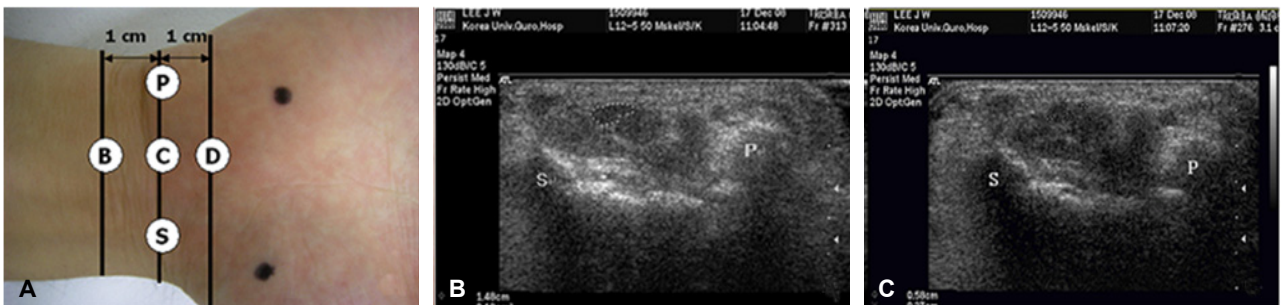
Ultrasonographic transverse scan at different three level. (A) level C: The cross sectional area and flattening ratio at the distal wrist crease, level B: 1 cm proximal to the level C, level D: 1cm distal to the level C. (B) Cross sectional area of median nerve (outlined) at distal wrist crease level; the cross sectional area 0.12 cm². (C) Flattening ratio: the ratio of the nerve's major to minor axis at three levels (2.15=0.58 cm/0.27 cm) P: pisiform, S: scaphoid.
